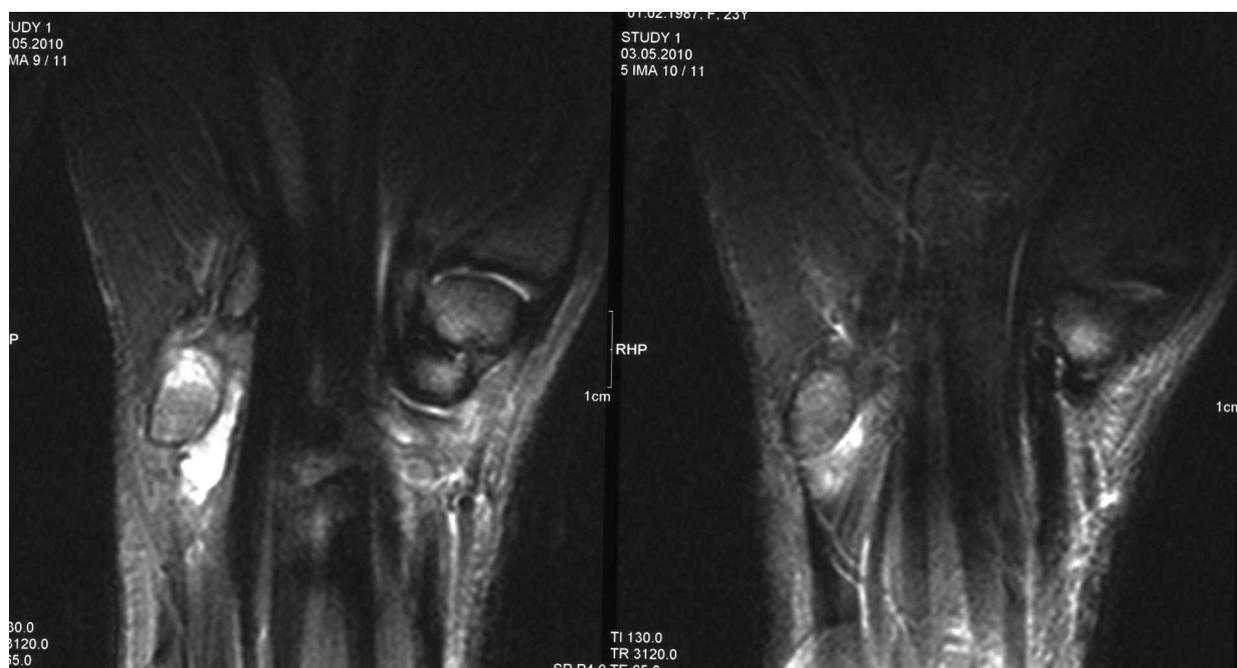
MRT des Handgelenkes, a.p. (Pisotriquetralarthritis mit synovitischem Erguss)
